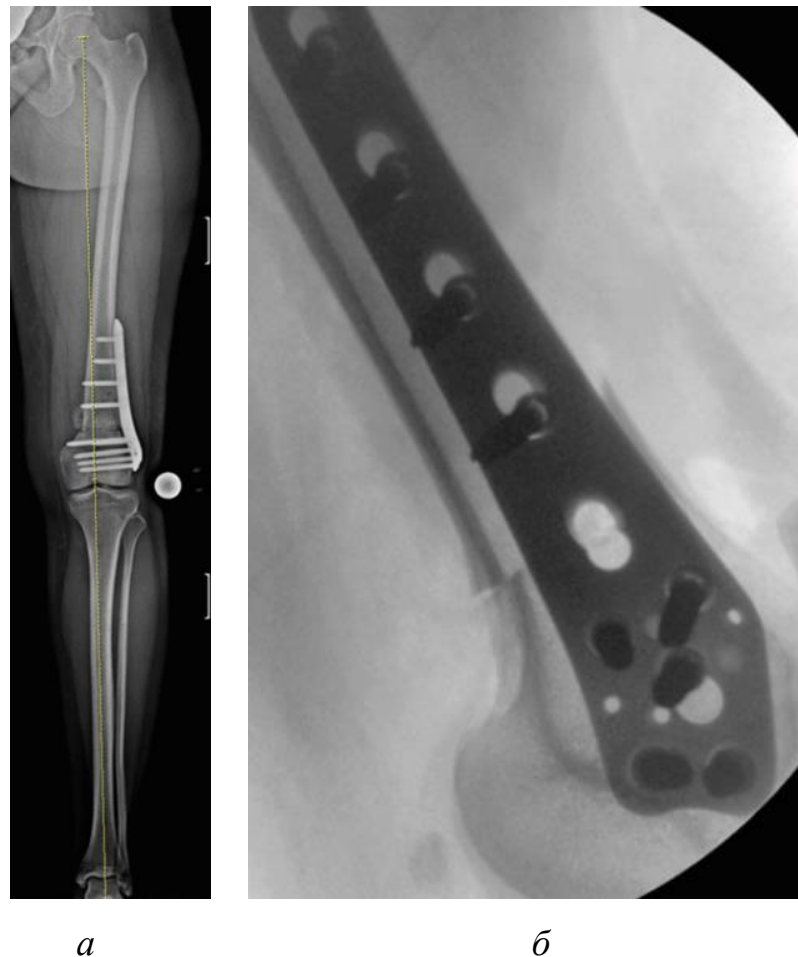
Послеоперационные рентгенограммы бедра и нижней конечности: *a* — послеоперационная постуральная рентгенограмма нижней конечности в прямой проекции; *б* — послеоперационная рентгенограмма левого бедра в боковой проекции (область остеотомии фиксирована пластиной с винтами)
